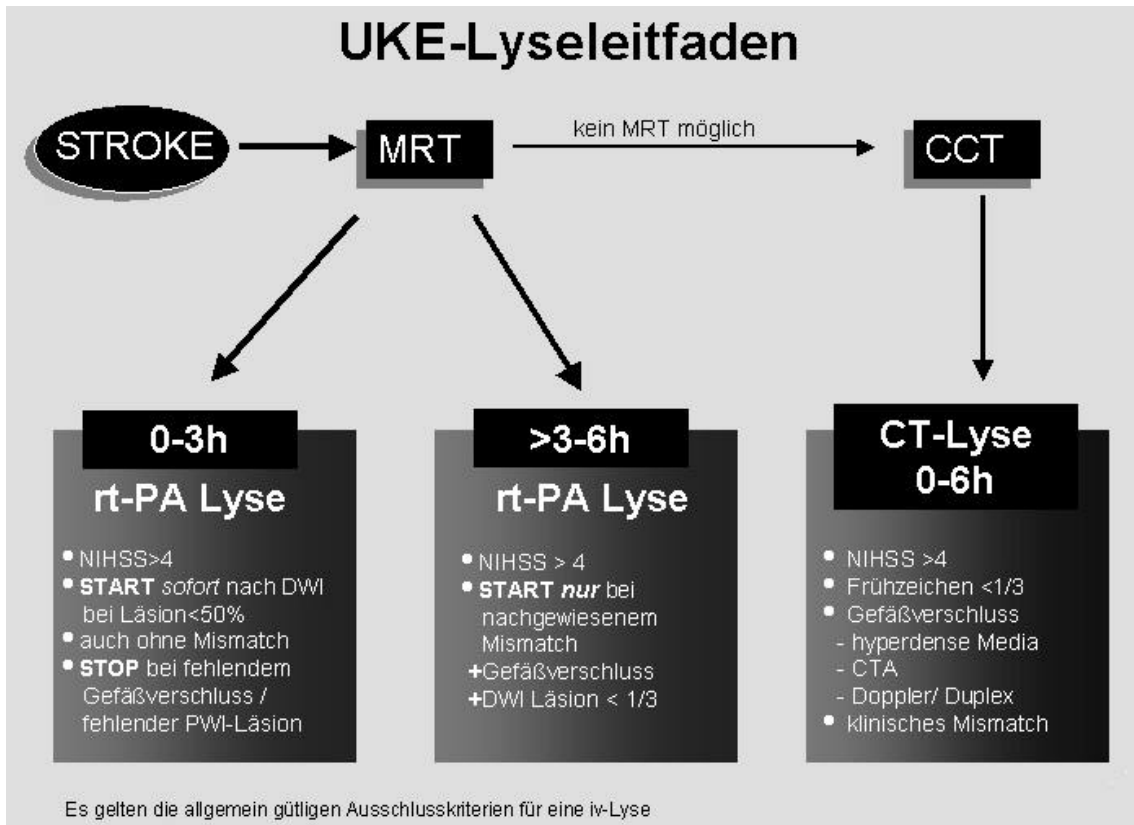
Entscheidungsbaum für die Behandlung von Schlaganfallpatienten in Hamburg, Stand 12/02, CCT (Cranielle Computertomographie), CTA (Computertomographische Angiographie), MRT (Magnetresonanztomographie), DWI (Diffusionsgewichtete MR-Aufnahme), PWI (Perfusionsgewichtete MR-Aufnahme), Mismatch (Befunddiskrepanz zwischen PWI- und DWI-Läsion), NIHSS = National Institute of Health Stroke Scale: 0 bis 36 Punkte, je höher die Punktzahl, desto schwerer die Folgen des Schlaganfalls. Bearbeitete Abb., Quelle: UKE, Neurozentrum [54]
